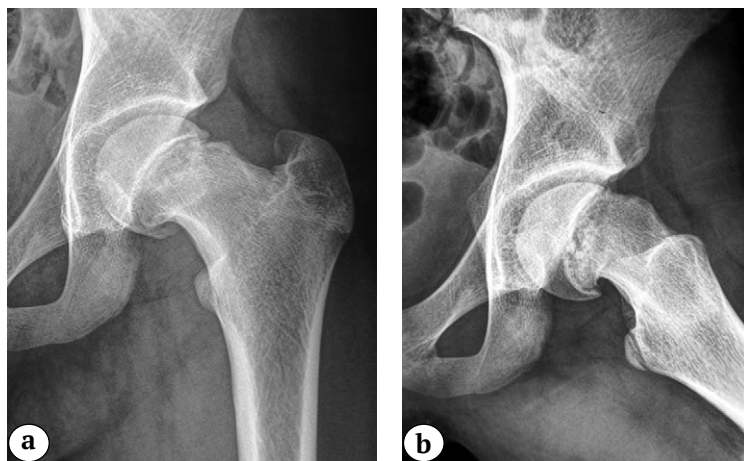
Рентгенограммы правого тазобедренного сустава в переднезадней проекции (а) и в проекции Лауэнштейна (b) пациентки 14 лет 9 мес. перед операцией: отсутствие признаков синостозирования на уровне эпифизарной зоны роста, положительный симптом «сегмента», костный выступ на передней поверхности шейки бедренной кости
